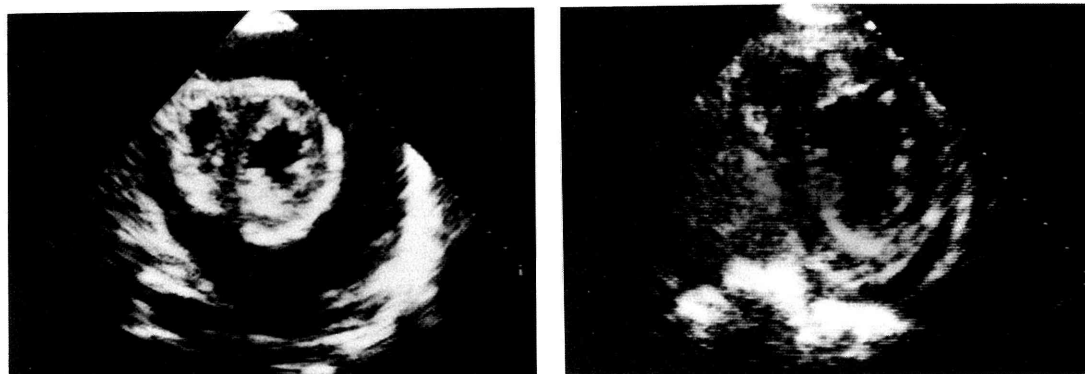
症例 2 における治療前後の心エコーを示す。左は治療前で中等量～多量の心嚢液を認めた。治療後（右）はほとんど認めていない。
